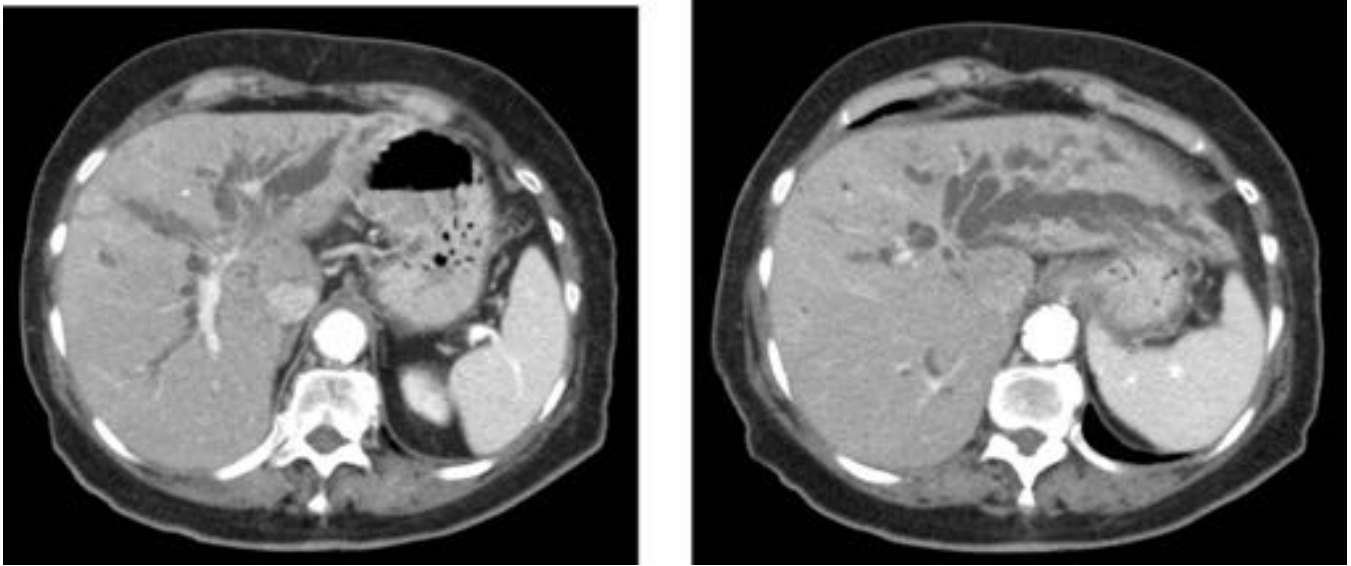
Mismo caso que la figura 27. TC abdomino-pelvica con contraste EV fase venosa portal. LOE hepática hipodensa en segmento IVb adyacente a la vesícula en relación con depósito metastásico (flecha naranja). Ascitis
